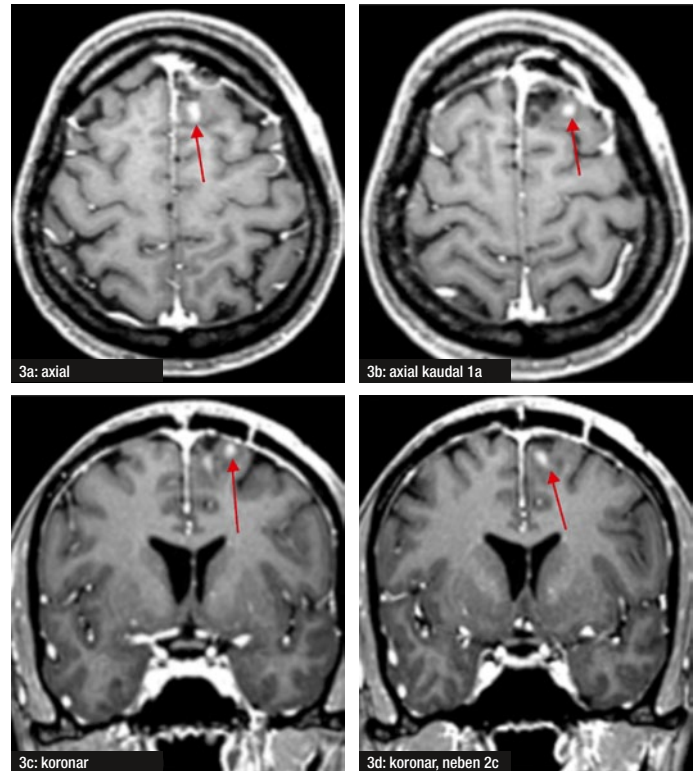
a-d: MRT des Hirnschädels, T1-Sequenz, nach i.v.KM-Gabe (am 21.10.2013)
